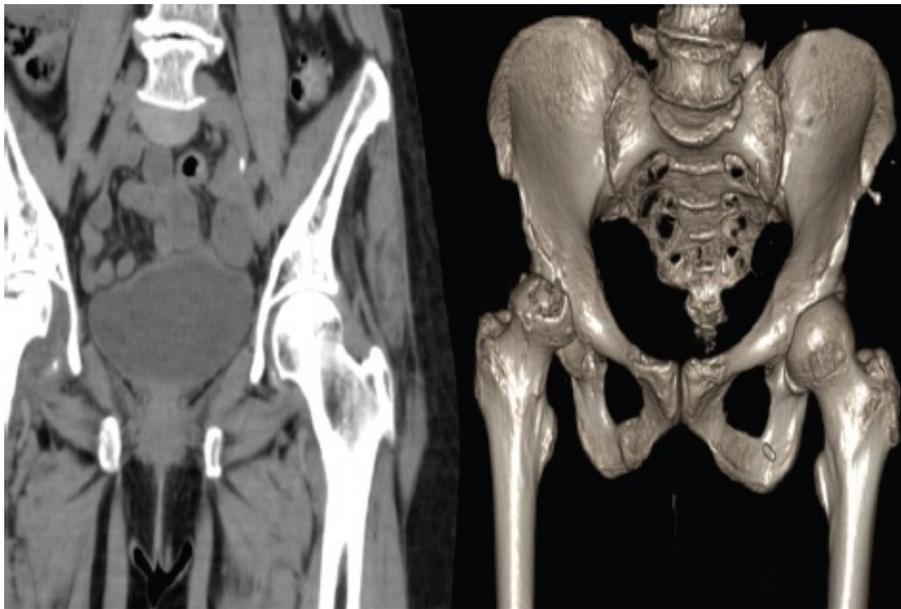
Tomografia computadorizada de bacia e reconstrução em 3D em mulher de 82 anos. Osteonecrose da cabeça femoral D com alterações degenerativas secundárias.
